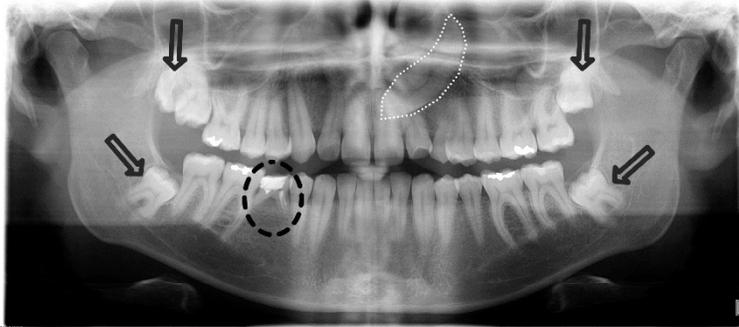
Erros em radiografia panorâmica. Observa-se imagem panorâmica com erro de posicionamento (plano horizontal de Frankfurt deslocado superiormente (“mento para cima”) e presença de imagem fantasma referente a adorno metálico em lado esquerdo (brinco em orelha esquerda). Adicionalmente, verifica-se afilamento de dentes remanescentes, característica de posicionamento além da camada focal (“cabeça para frente”).
